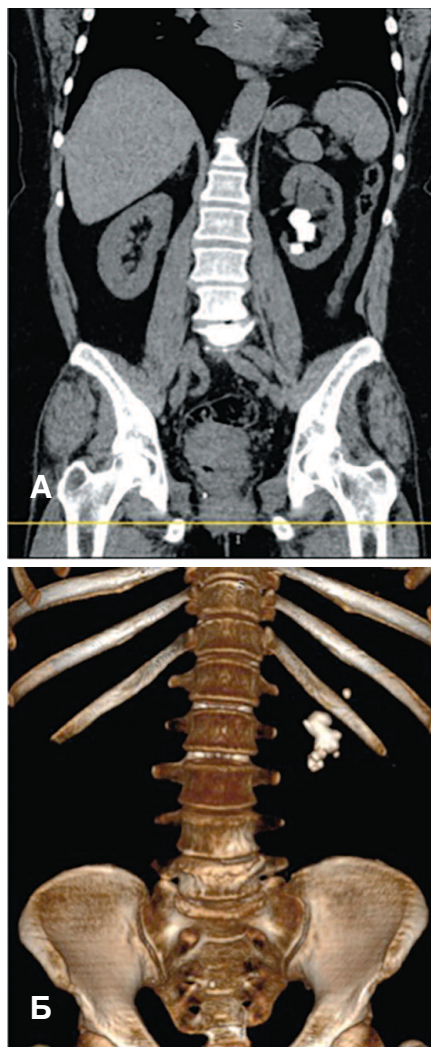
А, Б. СКТ больной 57 лет. Визуализируется коралловидный камень левой почки и расширение ее полостной системы
